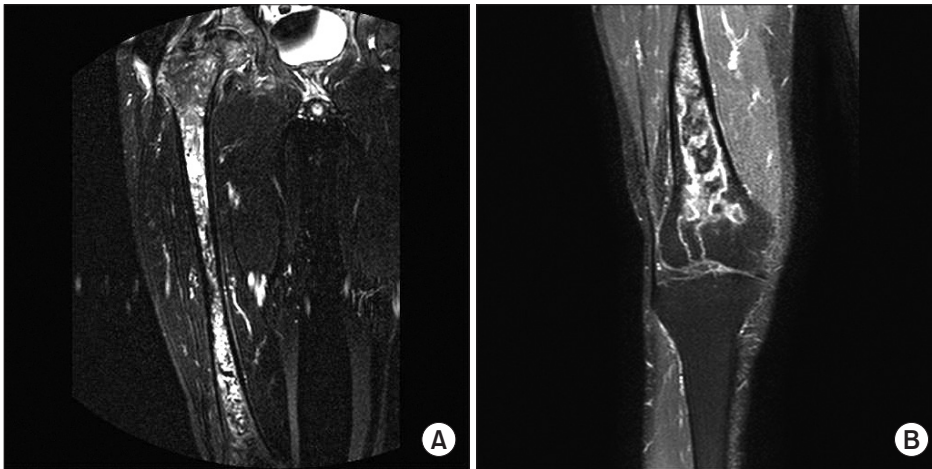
Right femur (A) and knee (B) T2-weighted fat suppression magnetic resonance imaging show avascular necrosis extended to the lateral femoral condyle.
